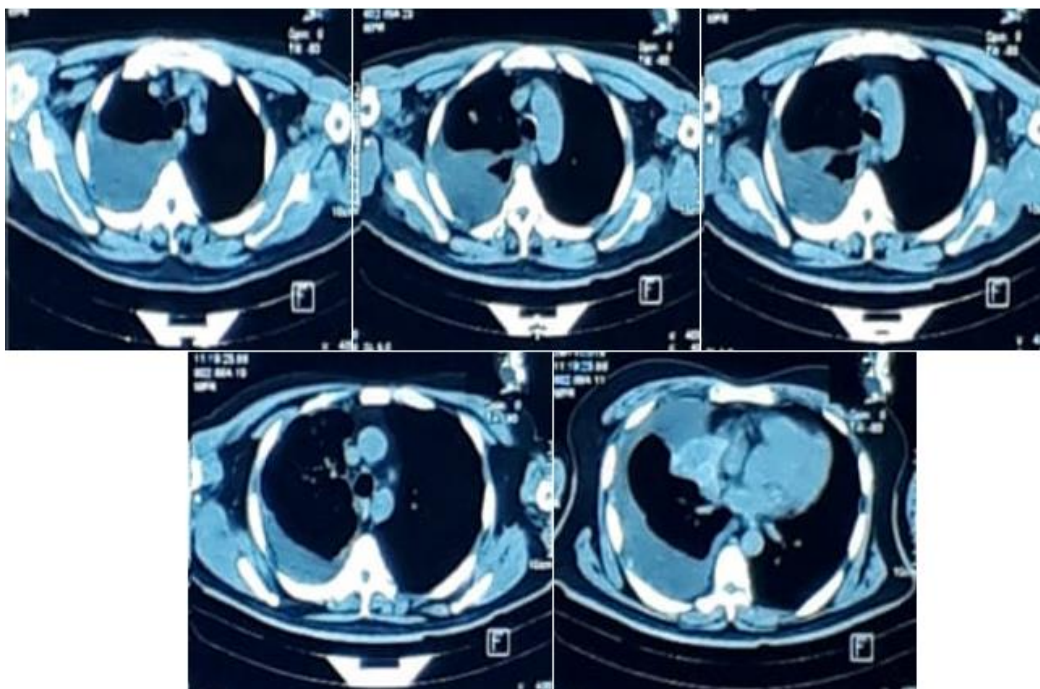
TAC de Tórax Evolutiva
